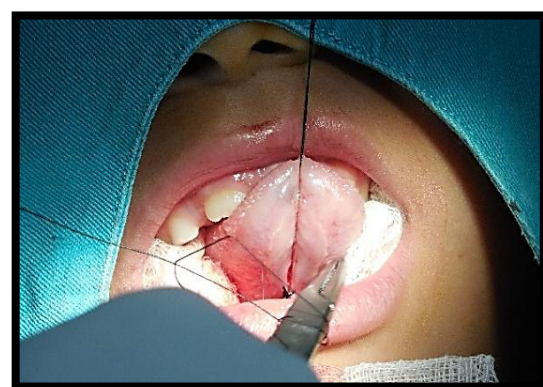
Sutura de los bordes de la incisión en piso de boca, con Seda negra 4/0 TC 15.
